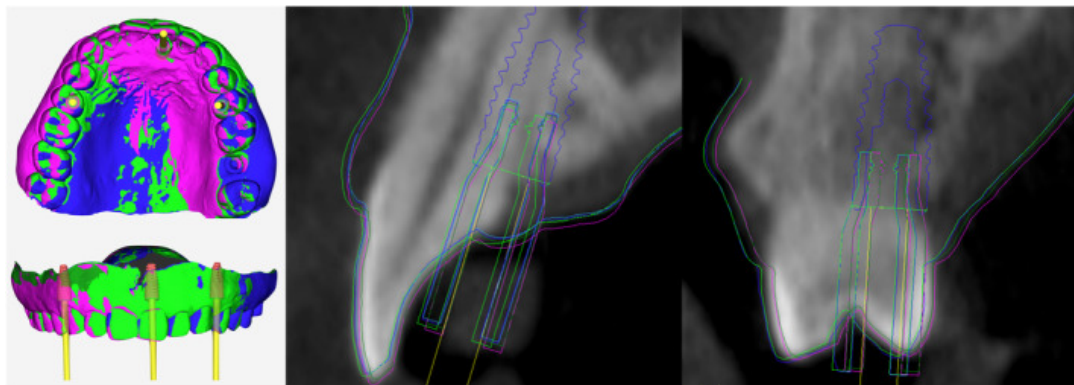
Enregistrements répétés sur le même ensemble de données intra-oraux et CBCT [9].
